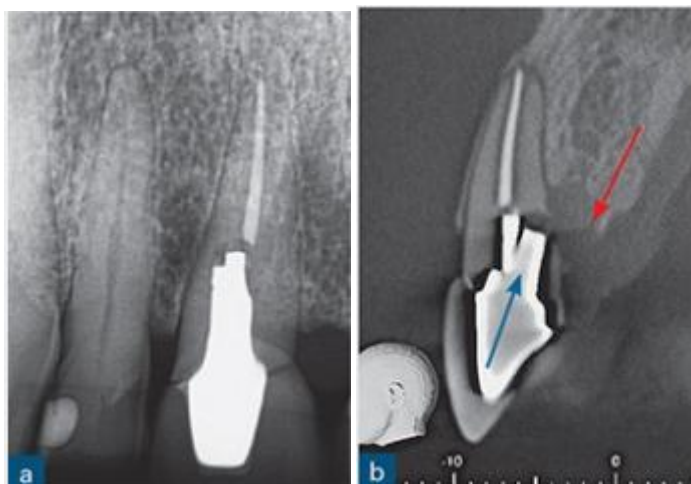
a) Radiographie péri-apicale d'une incisive centrale supérieure droite traitée à la racine restaurée avec une couronne post-retendue. L'examen clinique a révélé une profondeur de sonde parodontale de 4 mm au niveau du palais, mais l'examen n'a pas révélé de signes distinctifs. Sur la radiographie péri-apicale, le poteau semble avoir dévié distalement, mais la lamina dura est intacte et il n'y a aucun signe de l'élargissement de l'espace du ligament parodontal ou d'une radio op péri-apicale ou péri-radulaire évidente ;le remplissage de la racine semble acceptable en termes de longueur et de densité. (b) La coupe CBCT sagittale a révélé l'angulation palatine de la post-préparation (flèche bleue) et d'une perforation de la troisième racine frontale. La perte osseuse palatine associée est clairement évidente. (Flèche rouge). [35]
